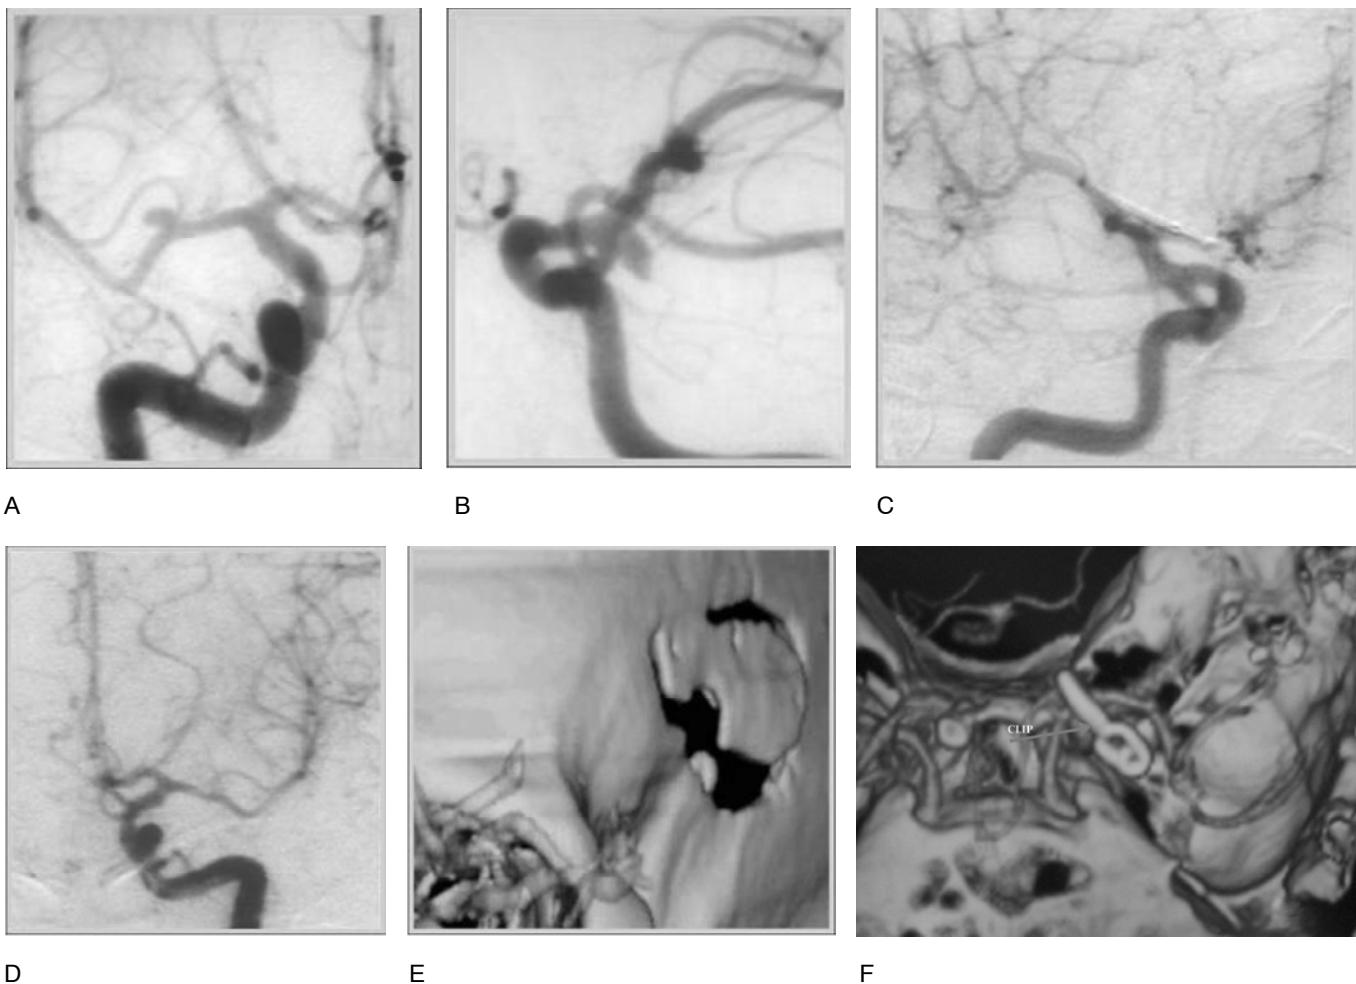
Abordaje de la cresta esfenoidal. Aneurismas múltiples tratados por Gómez-Amador mediante abordaje único. A. Angiografía preoperatoria con aneurisma en la arteria cerebral media. B. Angiografía preoperatoria con aneurisma del segmento comunicante posterior. C y D. Angiografía posoperatoria con ausencia de aneurismas. E y F. Angiotomografía posoperatoria que muestra la craneotomía izquierda y la posición de los clips.
